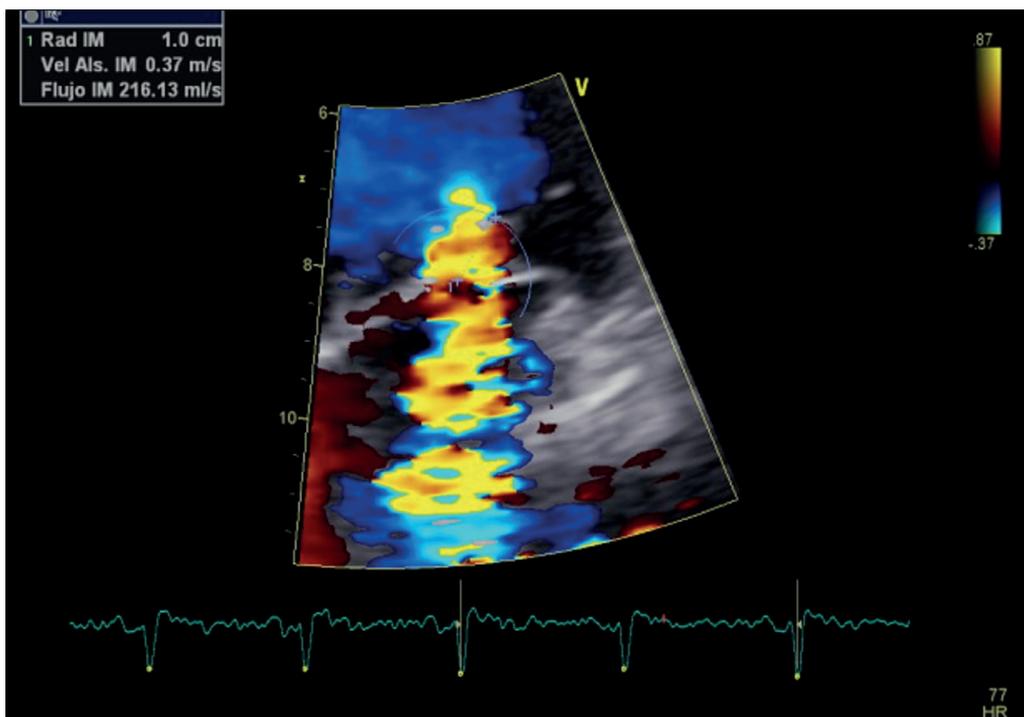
Ecocardiograma transtorácico que muestra severidad de IM.
